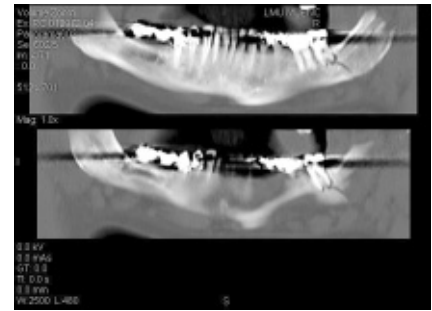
Patientin wie in Abb. 1. Die wiederholte Auswertung der CT-Daten zeigt auch in Kenntnis der Röntgenaufnahme den Befund der paramedianen Fraktur nicht. Dies zeigt, dass die CT-Diagnostik nicht in jedem Fall der konventionellen Röntgendiagnostik überlegen ist.
